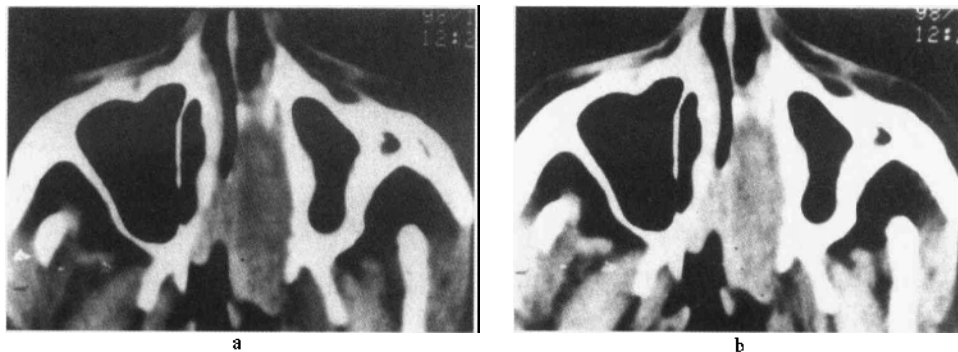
a~b 鼻腔血管瘤的横断面 CT 表现
